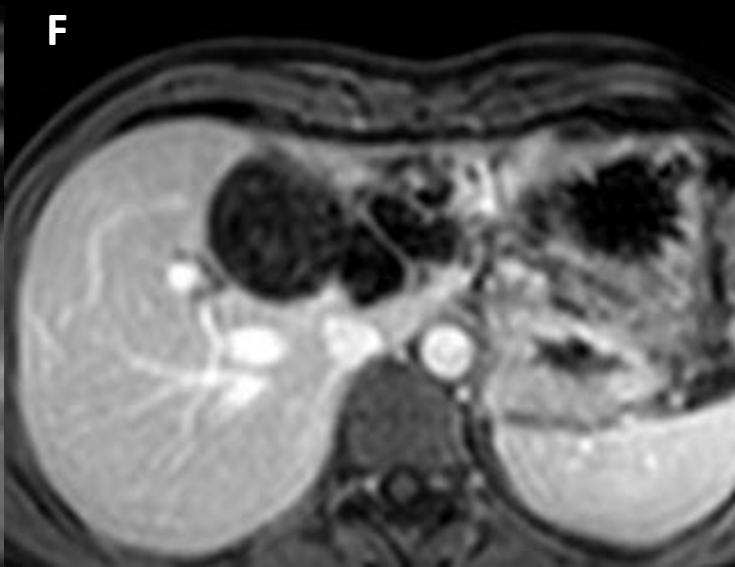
Misma paciente de la Figura 8. RM con secuencias T1-THRIVE basal (E) y post-Gd en fase portal (F) que muestran ausencia de realce en el contenido ni en la pared de las lesiones. Secuencias CPRM (G) y T1 axial (H) que muestra intensidad de señal menor que la bilis en la colangiografía RM y contenido heterogéneo con focos hiperintensos en T1 (flechas amarillas en G y H, respectivamente).
